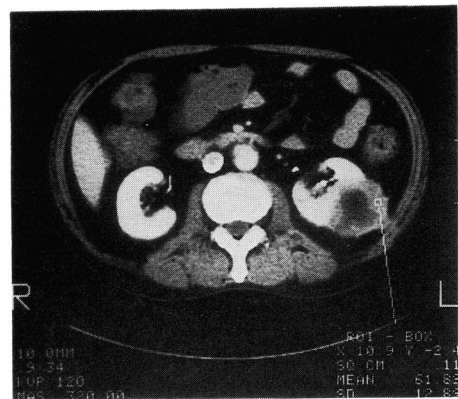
Enhanced CT of focal XGP. Contrast medium is taken up in peripheral wall.
